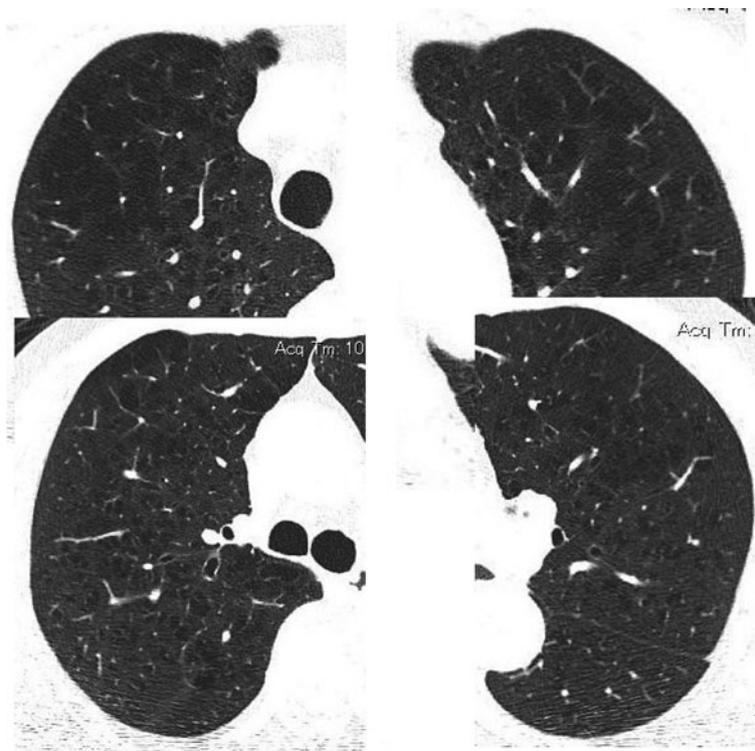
A high-resolution CT scanning of the chest shows scattered low-attenuation areas in the bilateral upper lobes of the lungs.
